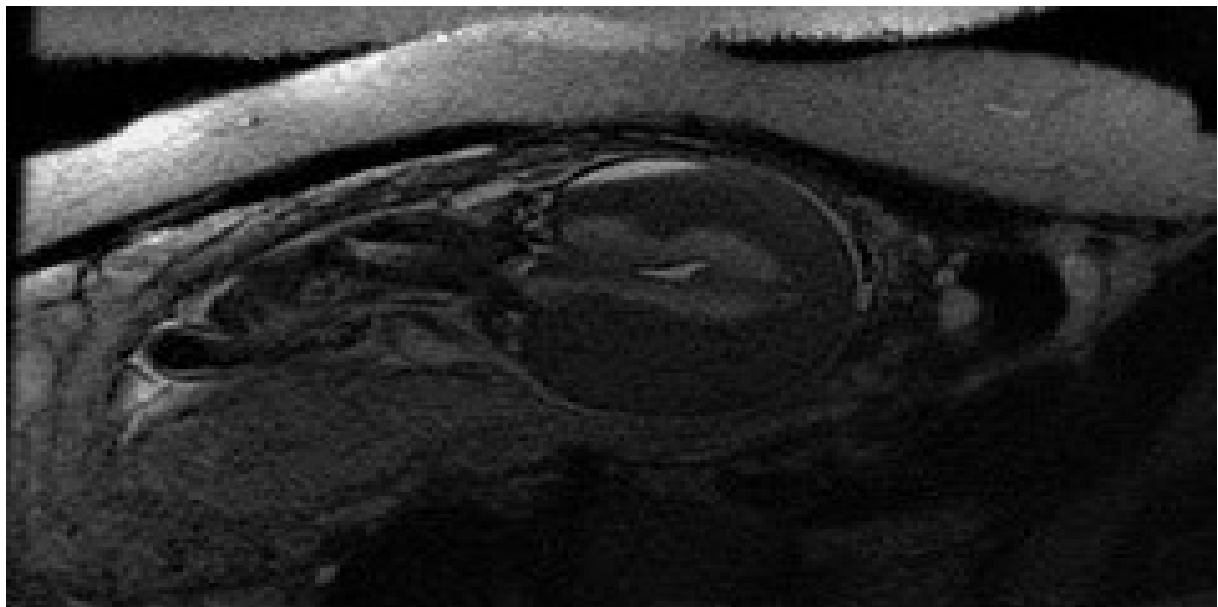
cranial MRI image of fetal brain
